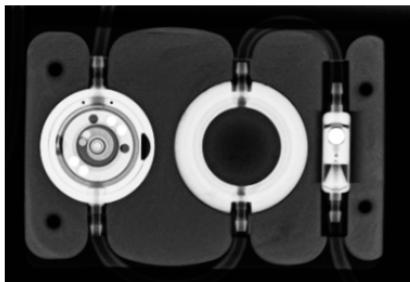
Radiografía de *Valve Board* con proGAV 2.0 con Prechamber, región lumbar derecha
